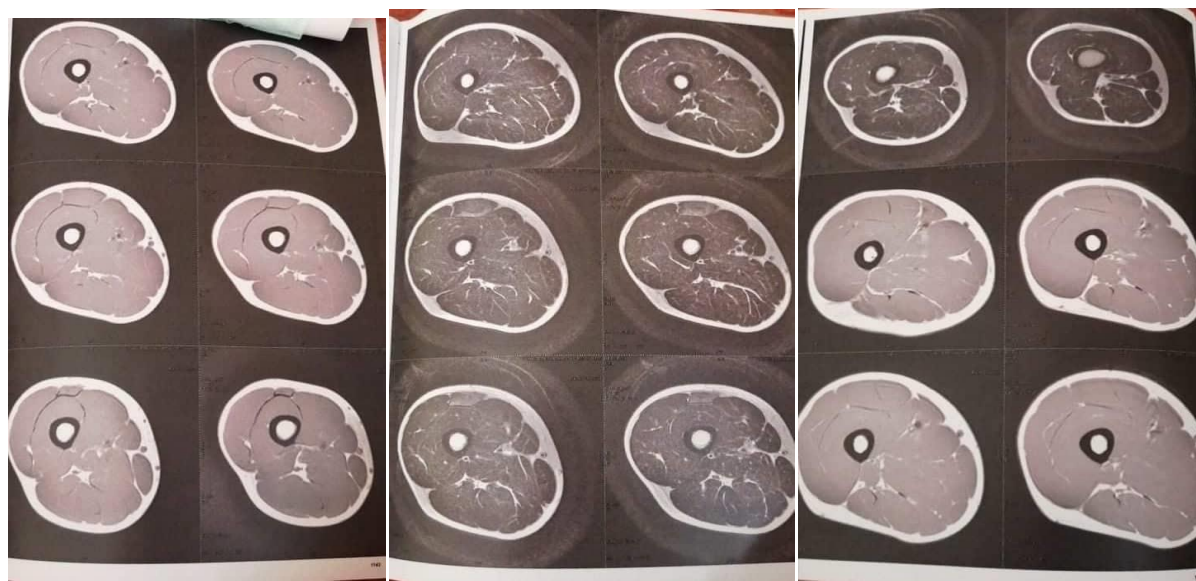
IRM de la cuisse droite
